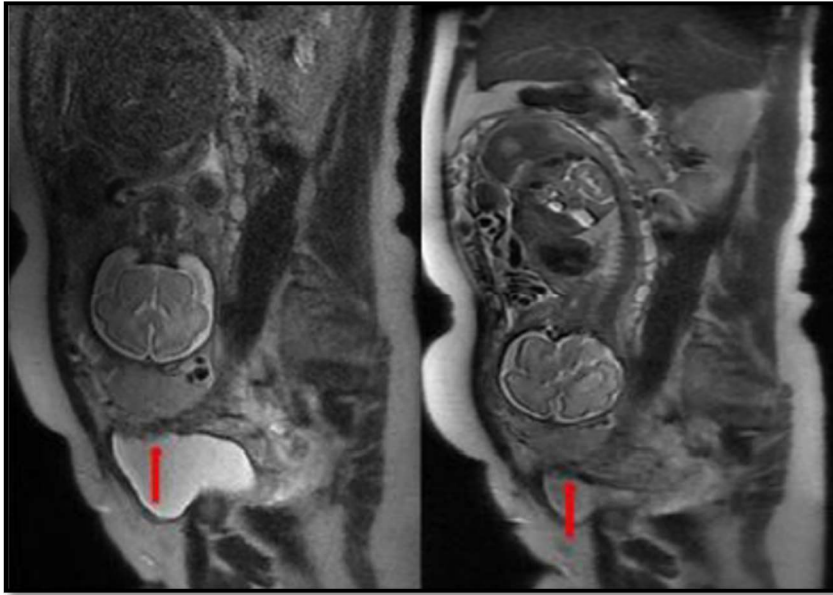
IRM : Séquence T2, coupe sagittale, perte de l'hyposignal de l'interface vessie-séreuse utérine avec extension du tissu placentaire à la vessie en flèche (forme percreta). (65)
